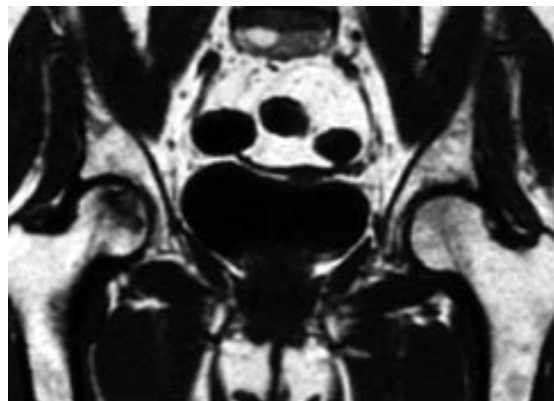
Ostéonécrose aseptique de la tête fémorale droite. IRM de face, pondération T1. Ligne de bas signal entourant la zone de nécrose.
